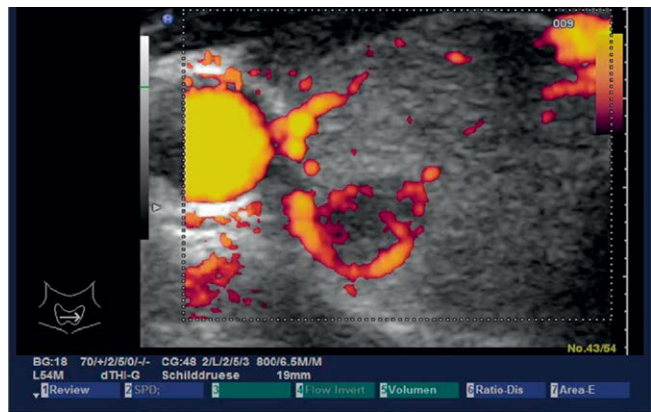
Power-Doppler-Sonografie des o.g. Schilddrüsenknotens mit Nachweis einer Pattern-2 Vaskularisation.
